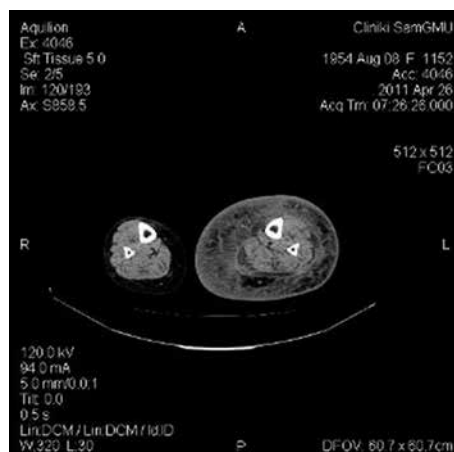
Компьютерная томограмма с десинтометрическим анализом нижней трети обеих голеней пациентки. Отмечается значительное утолщение мягких тканей левой голени с увеличением их плотности до -19HU
